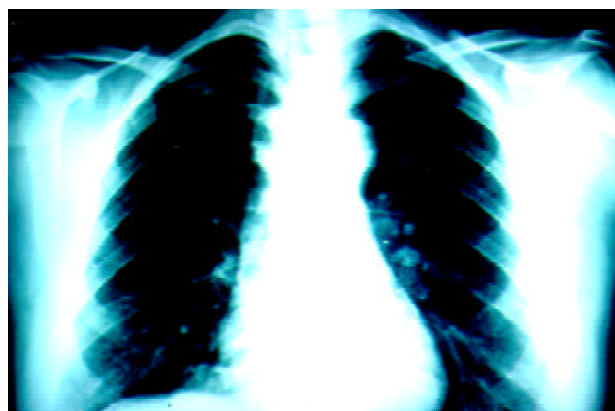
Radiografía de tórax sin infiltrados pulmonares.
